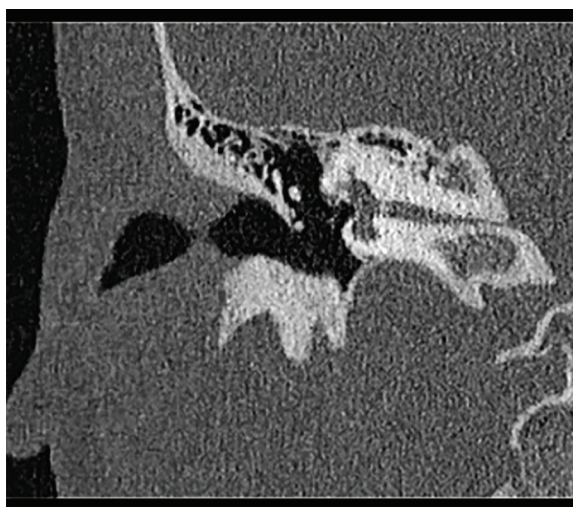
Wynik TK kości skroniowej prawej w przekroju czołowym – IAC kanał dla nerwu twarzowego
